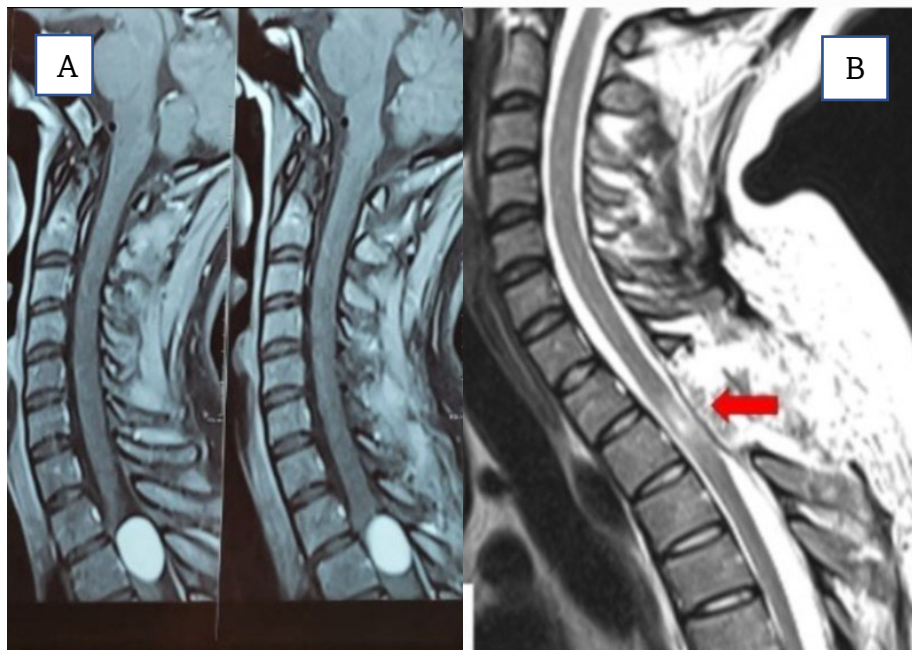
A-B. Resonancia magnética preoperatoria y postoperatoria de meningioma intrarraquideo dorsal C. Evolución postoperatoria de paciente con paraparesia severa secundaria a meningioma intrarraquideo dorsal.
